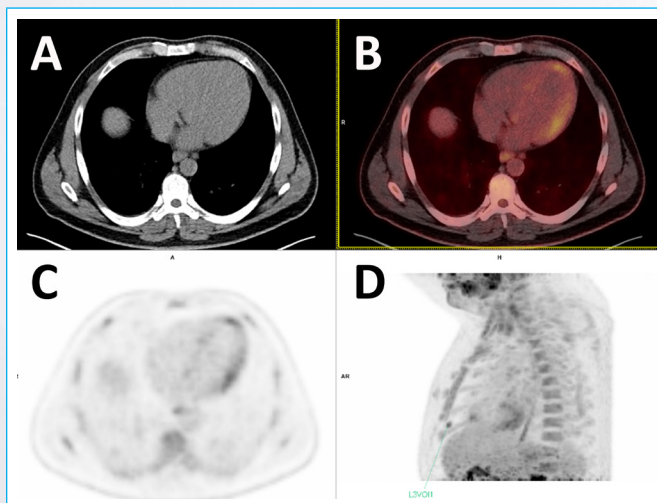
Imágenes de: a) TC; b) PET; c) fusión PET-TC; d) secuencias MIP (*maxium intensity projection*) con leve incremento de actividad metabólica en pared lateral.
